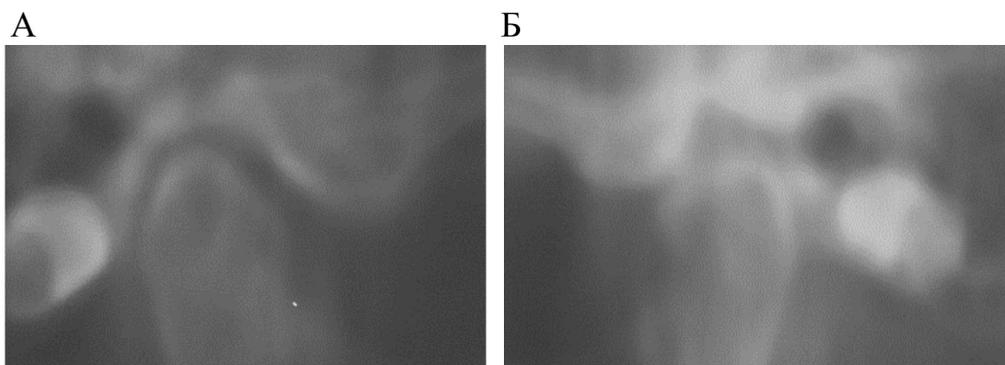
Томограммы ВНЧС пациентки С. После лечения:
